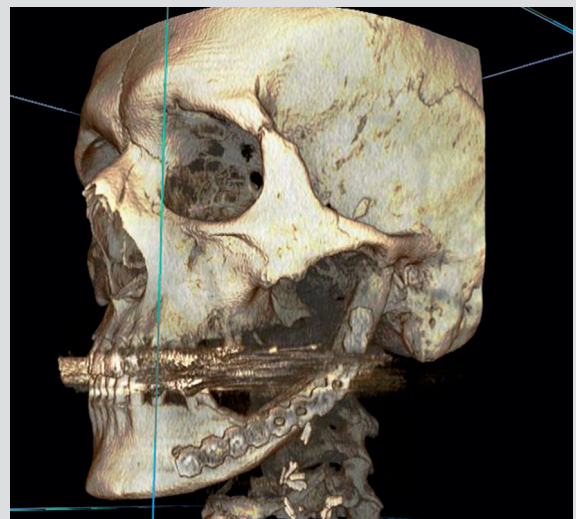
CT-scanning, et år postoperativt. CT-scanning bekræfter ossøs healing svarende til resektionsranden proksimalt for -6.
